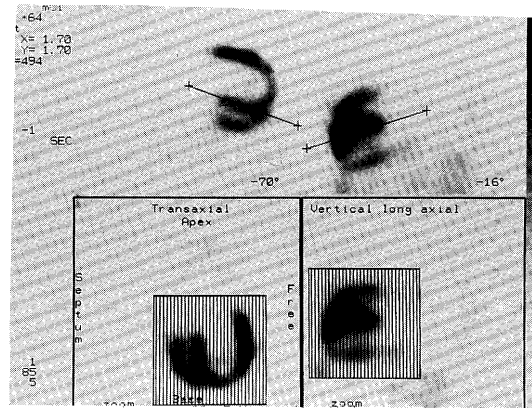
Making of the oblique tomographic images by rotating the heart along with the cardiac axis.
